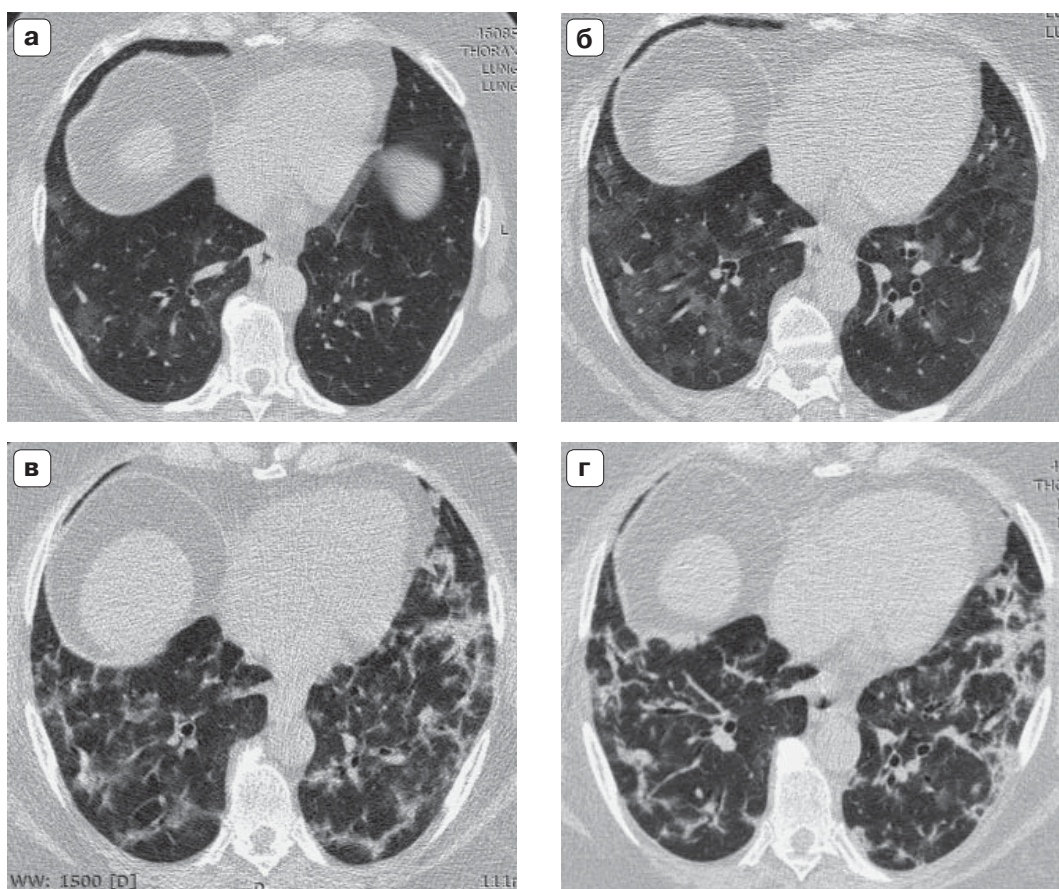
Пациентка Т., 62 года. Новая коронавирусная инфекция (диагноз подтвержден). Компьютерные томограммы органов грудной клетки.
